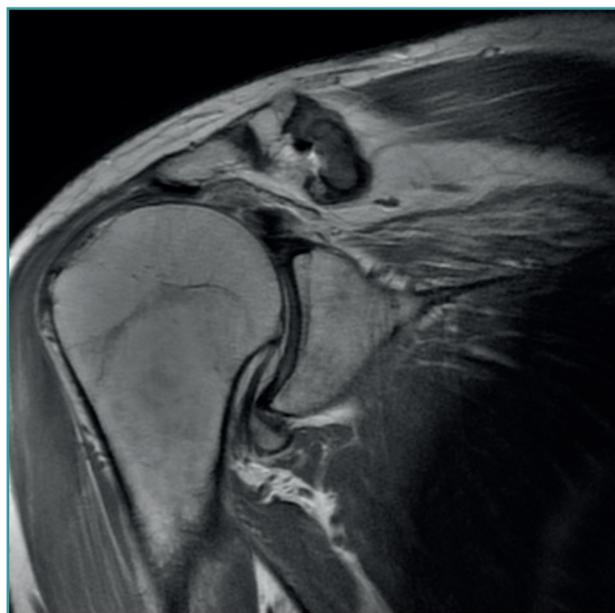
Resonancia magnética del mismo caso. Corte coronal donde se aprecia la retracción del muñón tendinoso hasta la glena y la degeneración grasa del supraespinoso.
